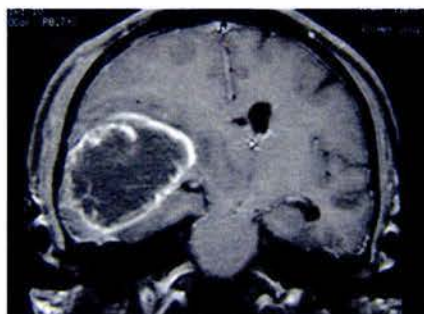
Imágenes de RMN con gadolinio típicas de glioblastoma multiforme, de localización frontotemporal al cual se realizó Citorreducción de la lesión.
